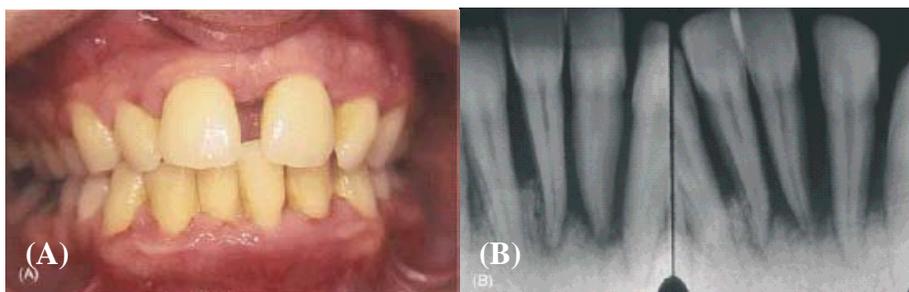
Periodontitis agresiva localizada avanzada en un paciente masculino, caucásico de 19 años de edad médicamente saludable. Note que hay pequeñas cantidades de placa e inflamación gingival (A). Radiografías de los incisivos anteriores mandibulares muestran la gran cantidad de pérdida ósea (B). El daño periodontal fue confinado a los incisivos y primeros molares
